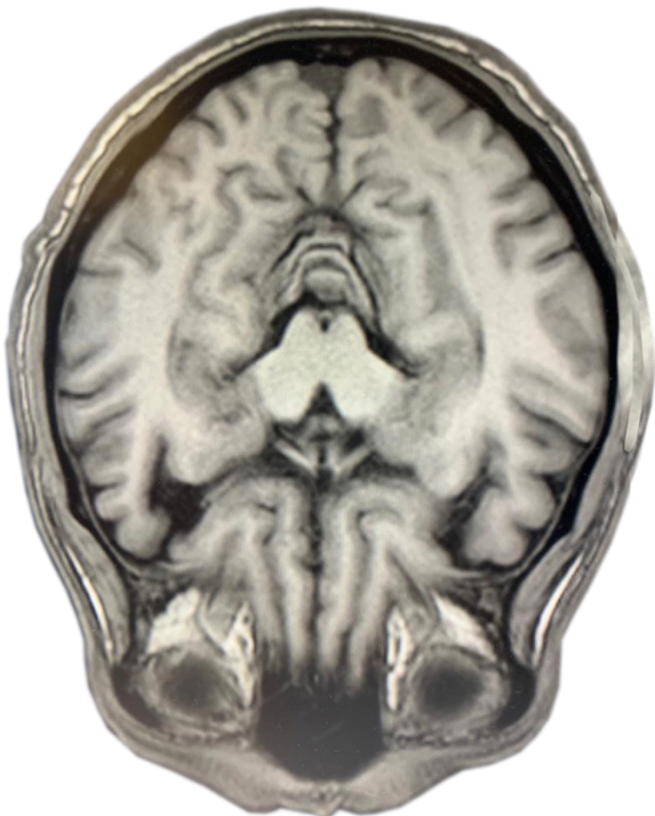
RMN cerebral del paciente
